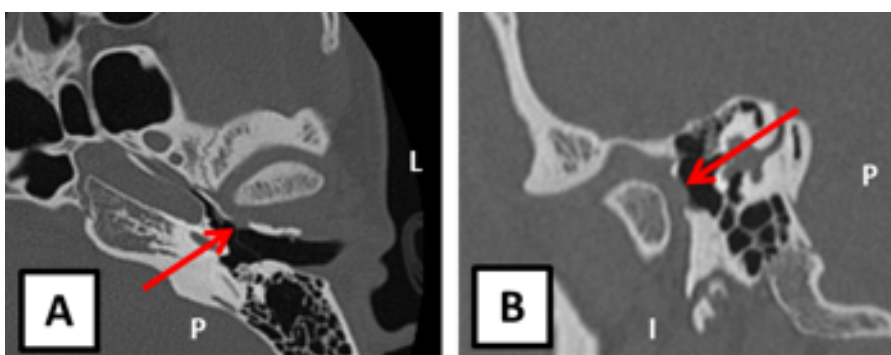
TDM préopératoire du CAE mettant en évidence le défaut osseux mesurant 3,4 x 3,6 mm.
